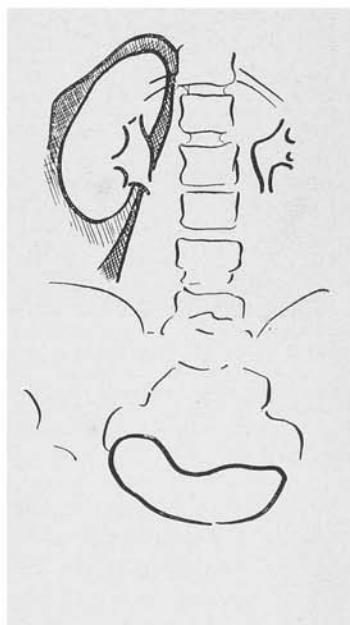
Rotura de duodeno extraperitoneal. Enfisema retroperitoneal. Radiografia em posição ortostática. Urografia excretora. Notar como o rim direito está bem contrastado, assim como o músculo psoas do mesmo lado; do lado esquerdo apenas está visível a pélvis renal. Na pequena bacia a bexiga se mostra contrastada.
